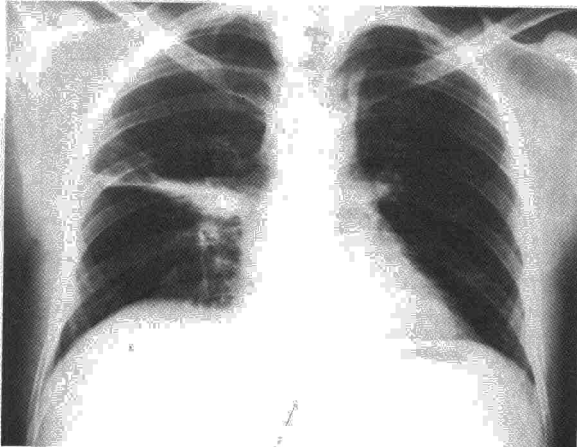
Radiografía PA (a) y lateral (b) de tórax, en la que se aprecia la presencia de una atelectasia correspondiente al segmento anterior del lóbulo superior derecho.
